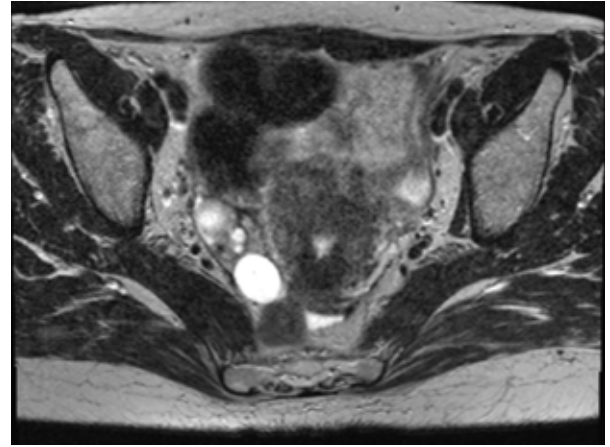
Параовариальная киста яичника (МРТ)
